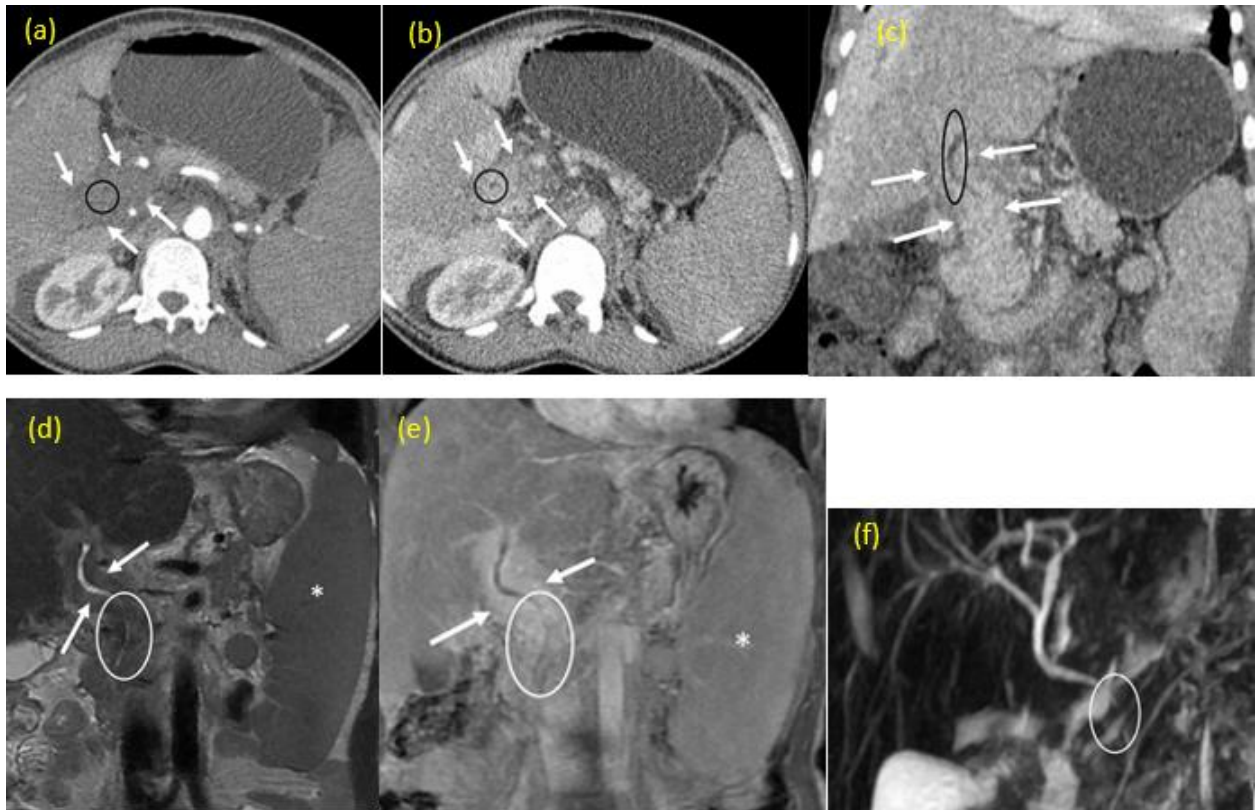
Scanner abdominal en coupe axiale, en phase artérielle (a) et en phase portale (b), ainsi que la reconstruction coronale (c), mettent en évidence une masse au niveau du pédicule hépatique avec un rehaussement portal homogène (flèche), provoquant une compression sur le cholédoque principal (cercle noir). Le complément IRM objective sur l'image coronale pondérée T2 (d) un manchon de signal intermédiaire développé autour du cholédoque au niveau du pédicule hépatique. Ce manchon montre un rehaussement intense et homogène en phase portale sur l'image T1 Fat-sat (e), entraînant une compression du cholédoque visible à la 3D-BiliIRM. On note également une splénomégalie significative (astérisque). (33)
